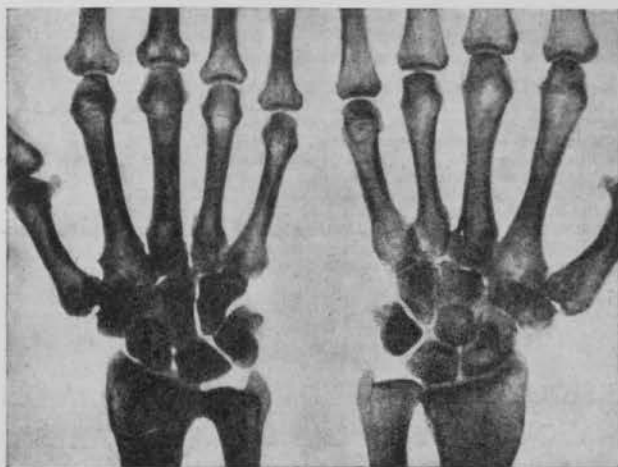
Izquierda: Radiografía de una mano normal. Derecha: Radiografía de la mano de un obrero de una fábrica de criolita.
